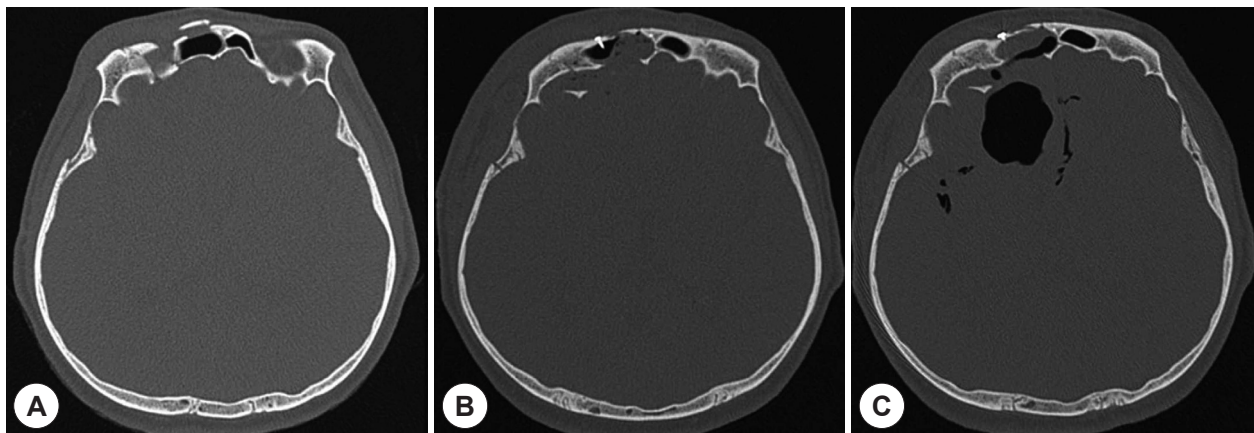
At presentation after trauma, brain CT scan showed multiple craniofacial fractures including anterior wall of the frontal sinus (A). One week after reconstructive surgery, CT scan showed good results of internal fixation of displaced bone fragment without evidences of pneumocephalus (B). However 1 month after surgery, CT scan showed a communication between the frontal sinus and cerebrum, and multiple foci of pneumocephalus (C).
